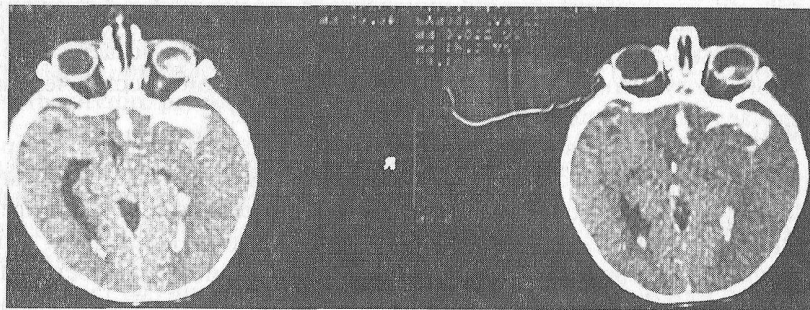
Интраорбитальные и интраоптические кровоизлияния у того же пострадавшего с синдромом «встряхнутого ребенка» (компьютерная томограмма)
